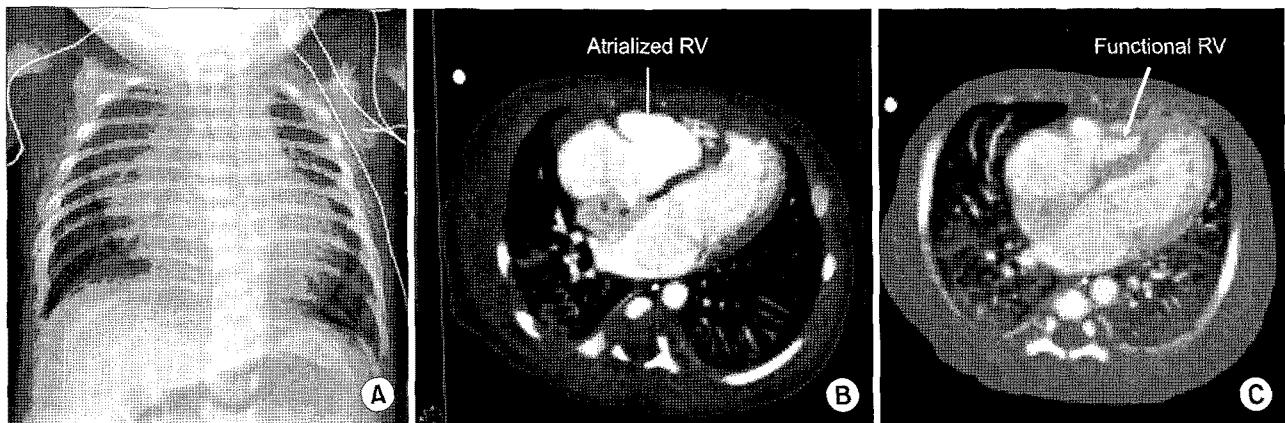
Preoperative chest roentgenography (A) and cardiac computed tomography showing marked cardiomegaly with dilated atrIALIZED right ventricle (B) and small functional right ventricle (C).
